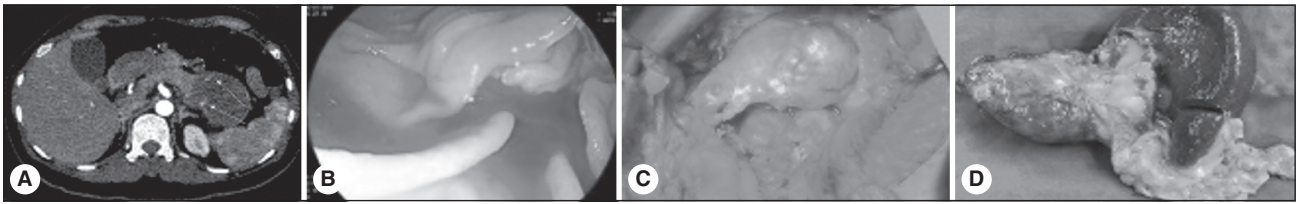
А. КТ-зображення підшлункової залози показують утворення у хвості підшлункової залози з деякими активними ділянками кровотечі (стрілка). В. Кров, що витікає з ампули Vater під час бокової дуоденоскопії. С. Множинні вогнищеві пухлини (стрілка) були виявлені на поверхні стовбура підшлункової залози. D. Хірургічно видалена свіжа пухлина демонструє кістозну масу з численними кровоносними судинами, які видно на поверхні ([24], ліцензія 4.0 CC BY-NC-ND)
